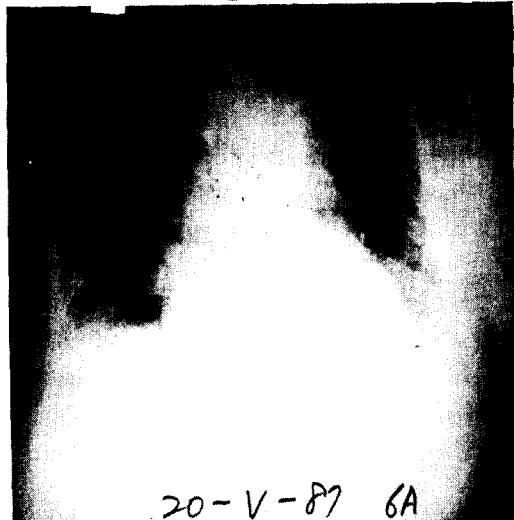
수술후 흉부 X-ray 소견.
